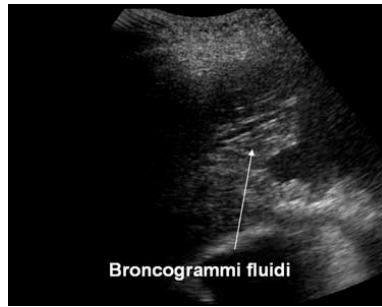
Broncogramma fluido da Soldati G, Copetti P: Ecografia Toracica, cit.
